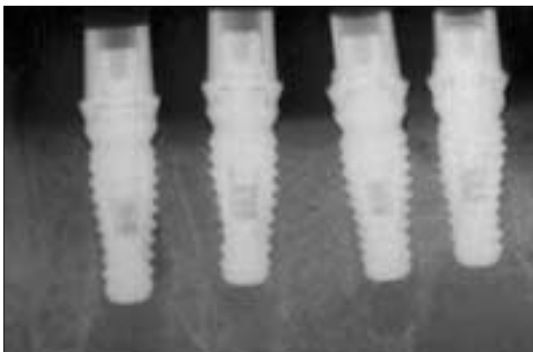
Post-implantation in experimental group : radiograph
